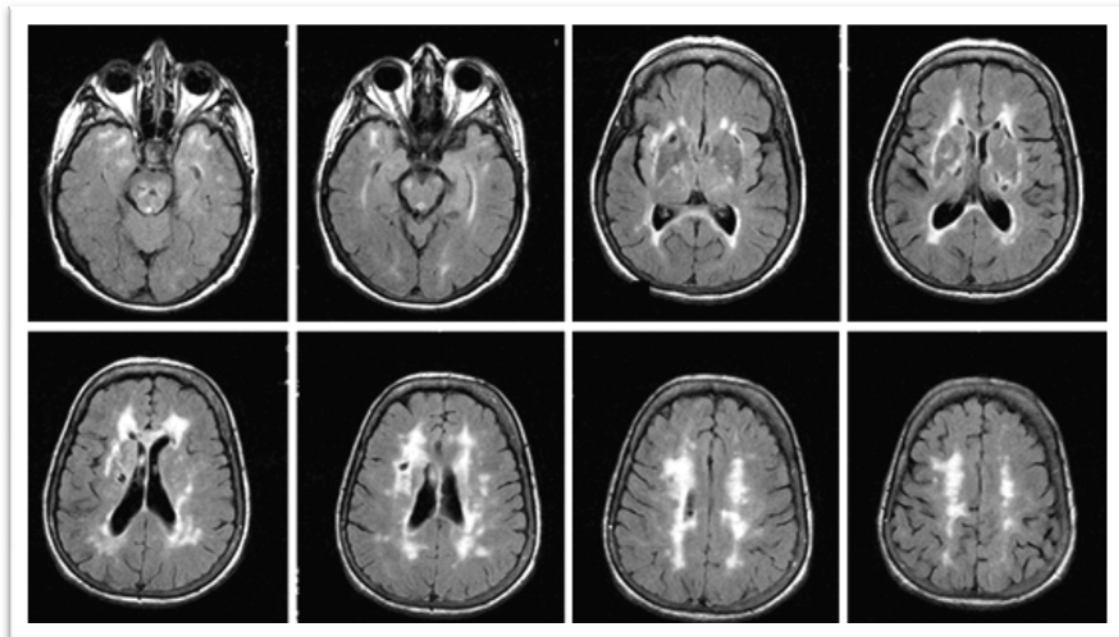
CADASIL – Sequência RM ponderada em T2 Fast FLAIR, mostrando as localizações características das lesões da substância branca nesta entidade, no pólo temporal e na cápsula externa, e o aspecto sobreponível às ASBRE no centro semi-oval. Da esquerda para a direita, cortes axiais passando desde o nível do pólo temporal até ao nível do centro semi-oval.
